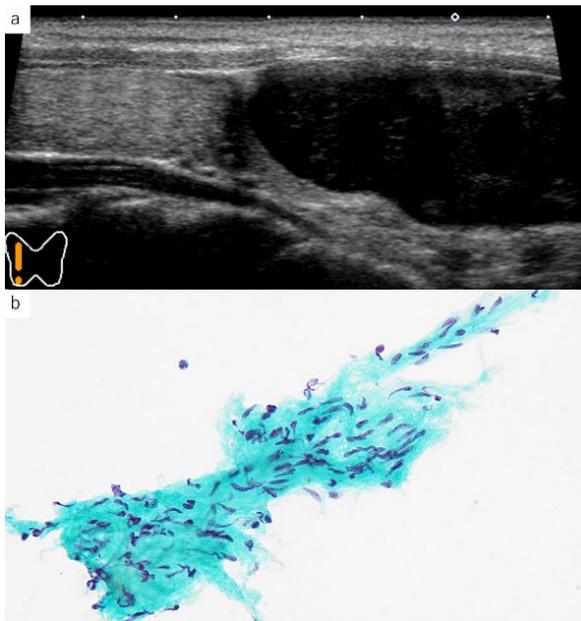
神経鞘腫。右葉下極に接して、形状やや不整・境界明瞭平滑・内部低エコーを示す結節がみられ、腺腫様結節や副甲状腺病変が疑われる (a)。核の長軸が同一方向に向いていて、核にねじれを伴う線維状細胞の集塊が認められる (b)。(a: 超音波Bモード、b: パパニコロウ染色・×20)
